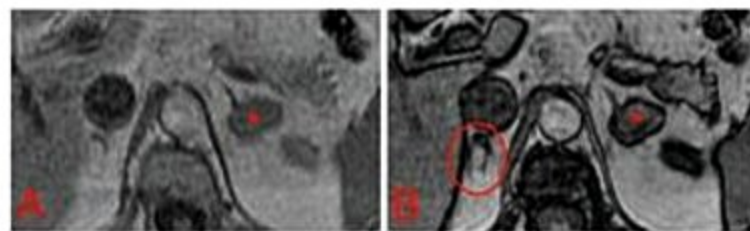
Adenoma funcionante na adrenal esquerda (confirmado por cirurgia) em paciente com hiperaldosteronismo primário. As imagens de RM na técnica *in* e *out-phase* (A e B, respectivamente) demonstram uma lesão expansiva com conteúdo gorduroso microscópico na adrenal esquerda (asteriscos). Um dos aspectos que levanta a possibilidade de adenoma funcionante é a atrofia da glândula contralateral (círculo em B).
